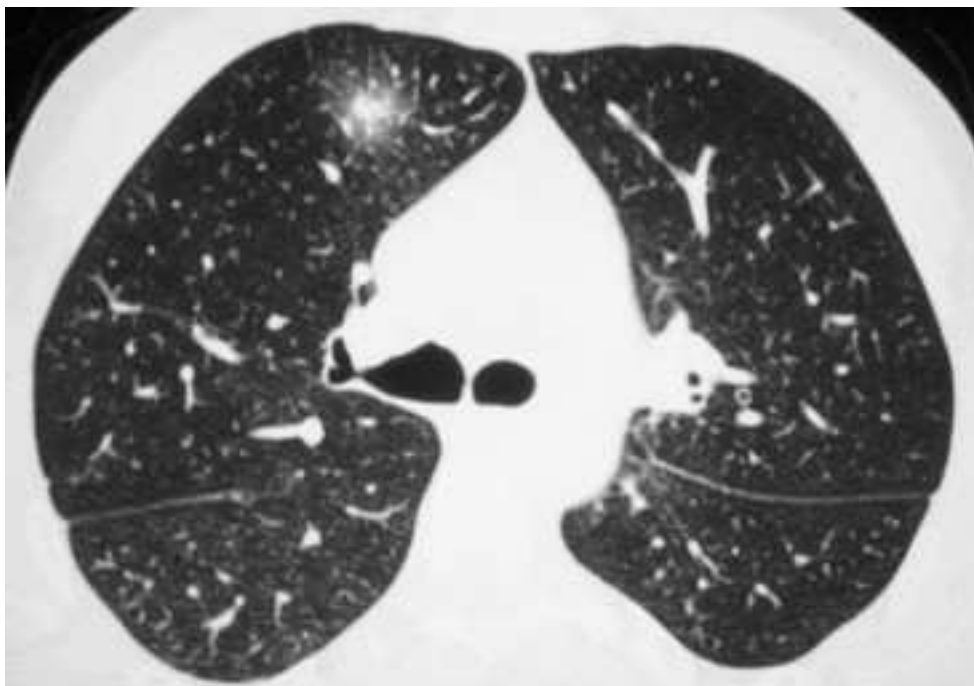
Radiographie présentant un nodule entouré d'un halo de verre dépoli traduisant une hémorragie périnodulaire. (36)
